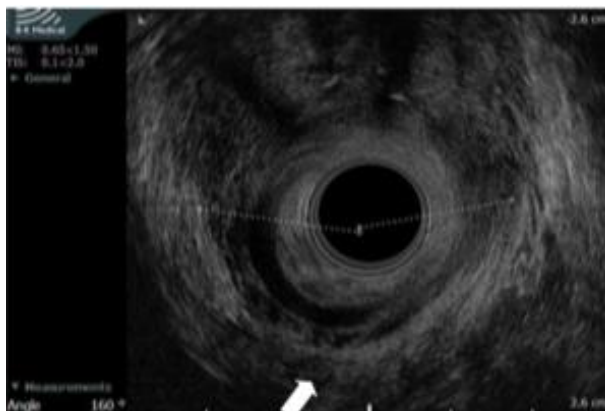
Ultrasonido endoanal.
